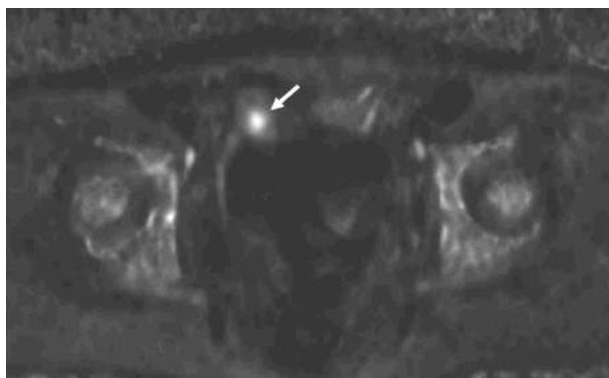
MRI 拡散強調像では膀胱頂部から腹壁直下にかけて小腫瘍に高信号を呈する小腫瘍がみられた(矢印)。
